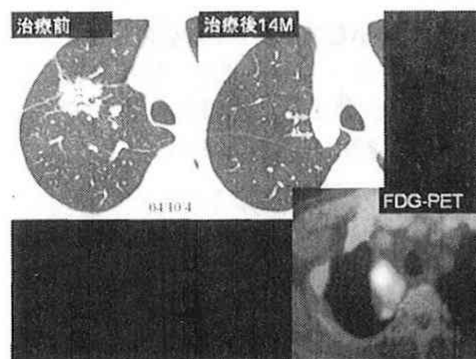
症例4の経過のX線CT検査とFDG-PET検査
